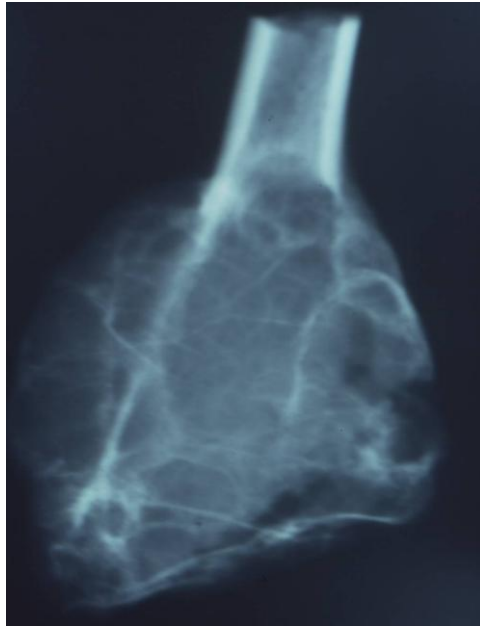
radiographie de la pièce opératoire montrant la récurrence après curetage complet.
